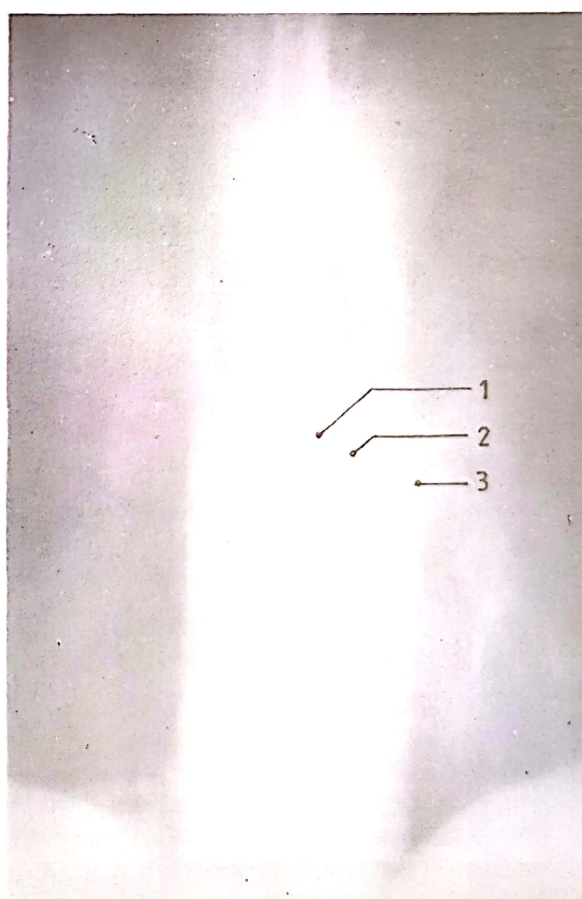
Compartimentul mediastinal posterior (tomografie în incidența frontală): 1, corpii vertebrali – marginea stângă; 2, linia paravertebrală stângă; 3, linia paraaortică.
